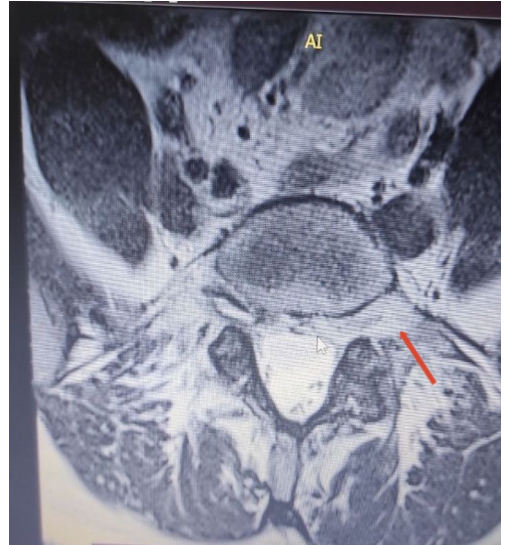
МРТ поясничного отдела позвоночника пациента Н., 41 год, без грыжи
